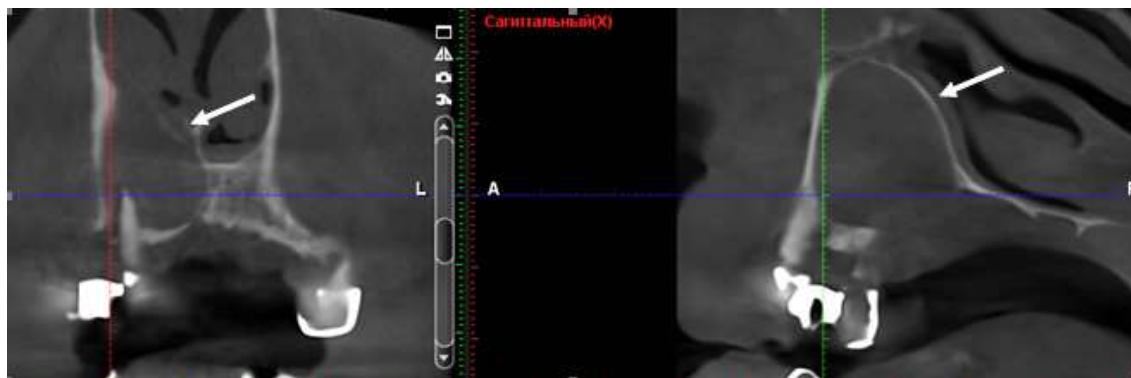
Комп'ютерна томограма верхньої щелепи хворого М-ка, 54 р. (основна клінічна група). На КТ візуалізується радикулярна кіста верхньої щелепи, проросла в нижній носовий хід (показано стрілками)
